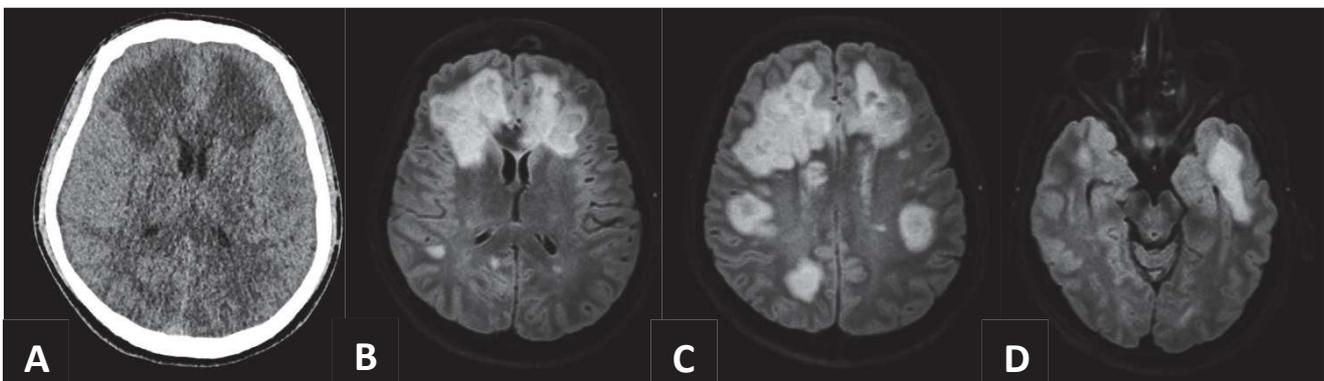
Intoxication au Lévomésol : Hypodensités bifrontales, tomodensitométrie cérébrale, coupe axiale (A), Hypersignaux sous corticaux disséminés, IRM cérébrale, coupes axiales, séquence FLAIR (B, C, D).
